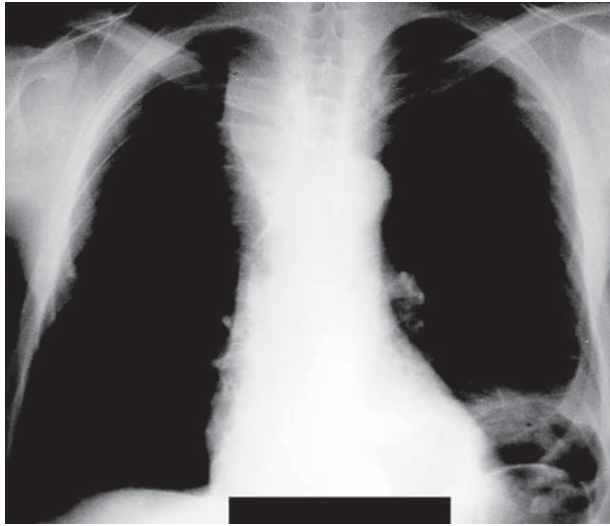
Рентгенограмма грудной клетки в прямой проекции на 5-е сутки после операции
